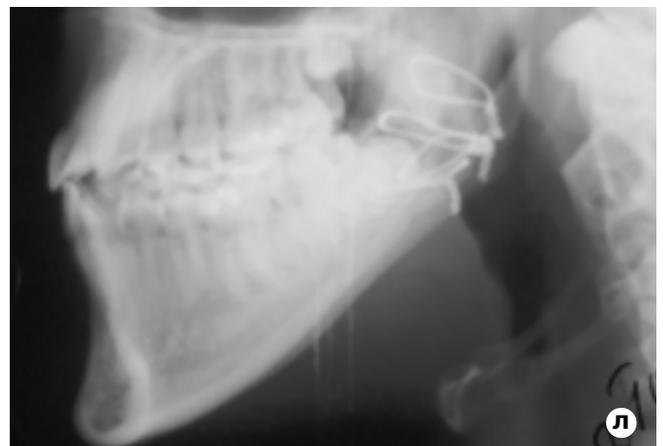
Продолжение. Прикус после предоперационного ортодонтического лечения (е) и проведенной остеотомии и реконструкции (ж). Внешний вид (з, и), прикус (к) и рентгенограмма (л) той же б-ой через 3 года после лечения.
